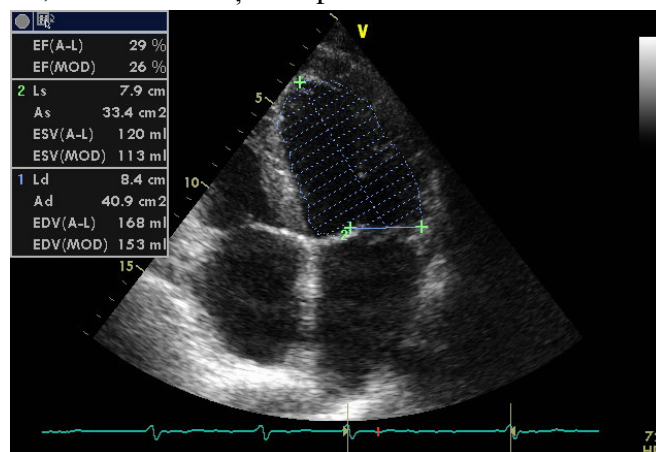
Determinarea funcției sistolice a ventriculului stâng prin aprecierea fracției de ejeție, cu ajutorul metodei Simpson modificate, din incidența apical 4 camere: ventricul stâng dilatat, cu VTD crescut (168 ml) și funcție sistolică alterată (FEVS=29%).
